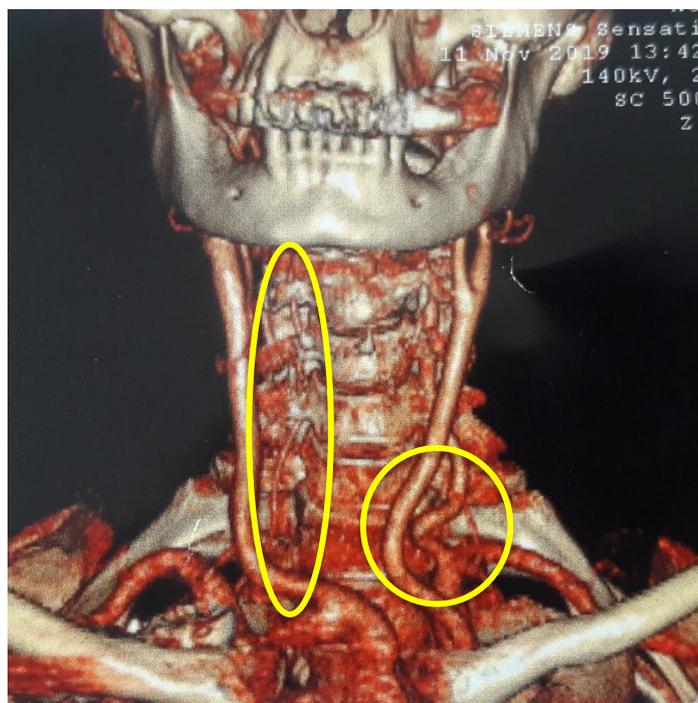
Мультиспиральная компьютерная томография пациента А. S – образный кинкинг левой позвоночной и гипоплазия правой позвоночной артерий (обведены кружочками).
